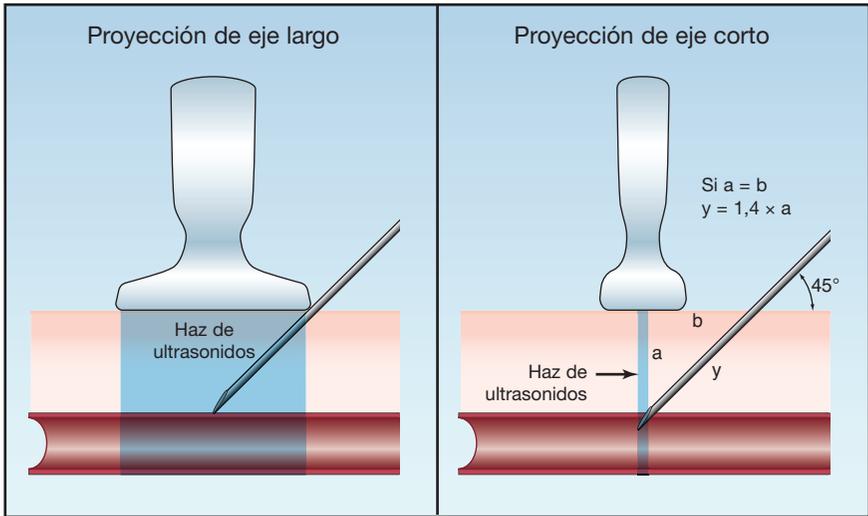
Orientación del haz de ultrasonidos en la proyección de eje largo y de eje corto. Véase en el texto una explicación más detallada.
